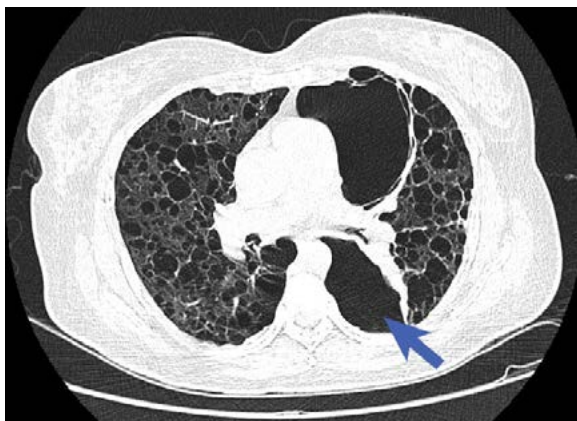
Tomografía de tórax con neumotórax parcial anterior y posterior izquierdo (flechas) y lesiones quísticas bilaterales dispersas.
